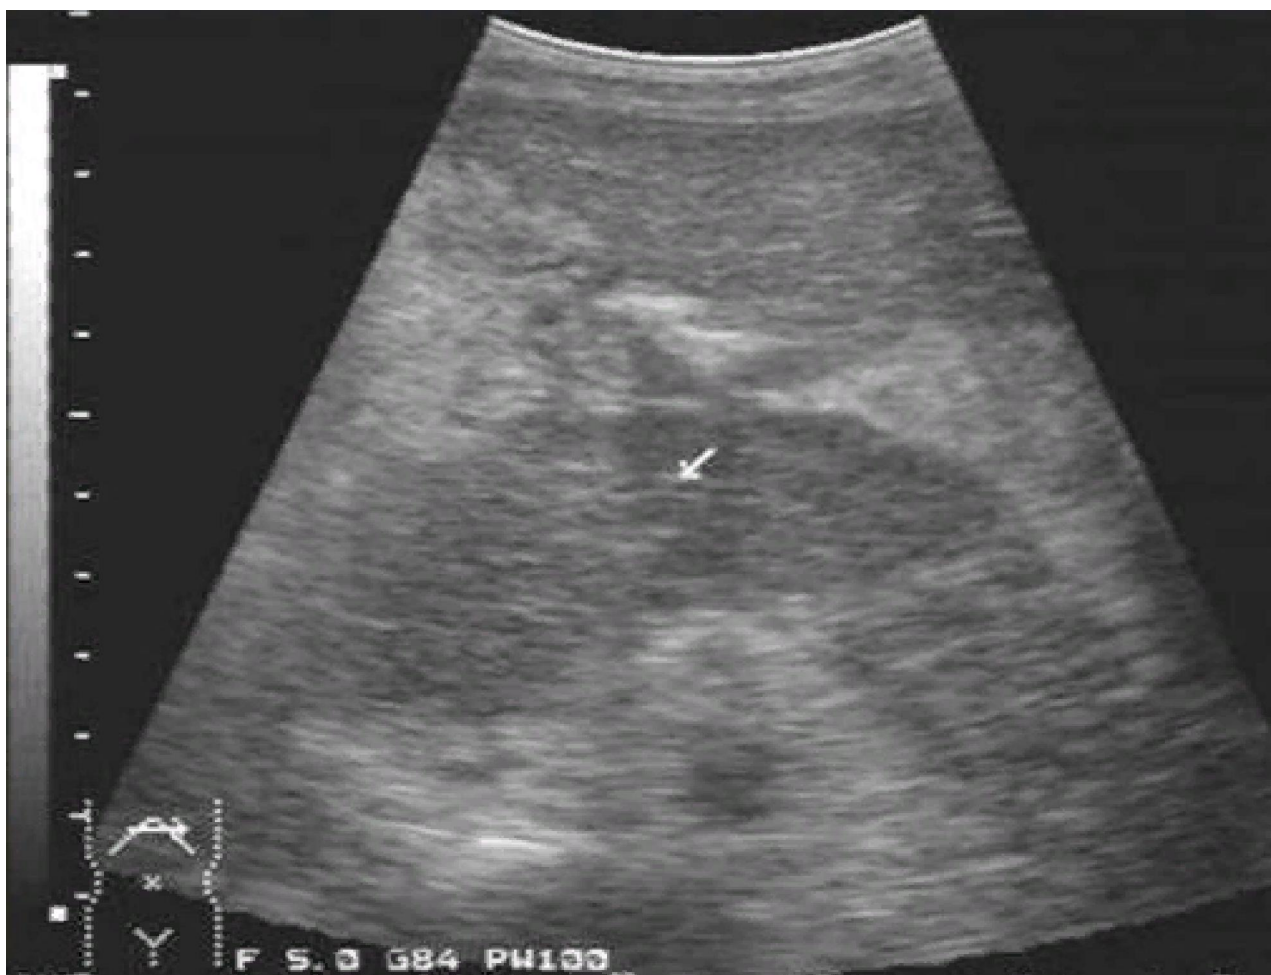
Нечеткость контуров поджелудочной железы, снижение эхогенности, диффузное увеличение ее размеров при УЗИ
